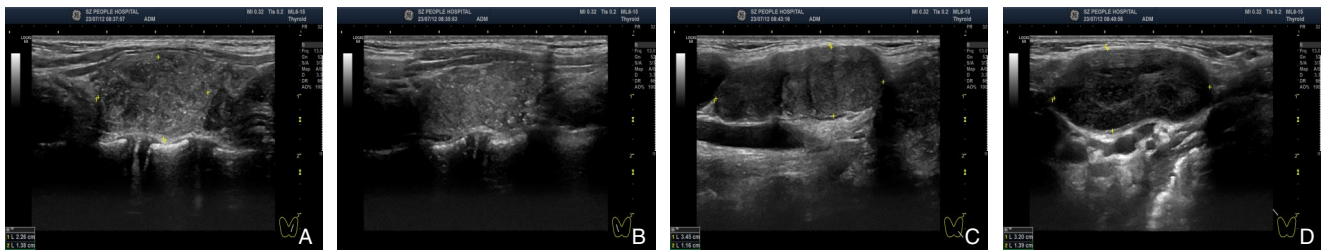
患儿术前颈部超声图像 A: 左侧甲状腺结节; B: 右侧甲状腺弥漫性病变; C: 左侧颈部淋巴结; D: 右侧颈部淋巴结
